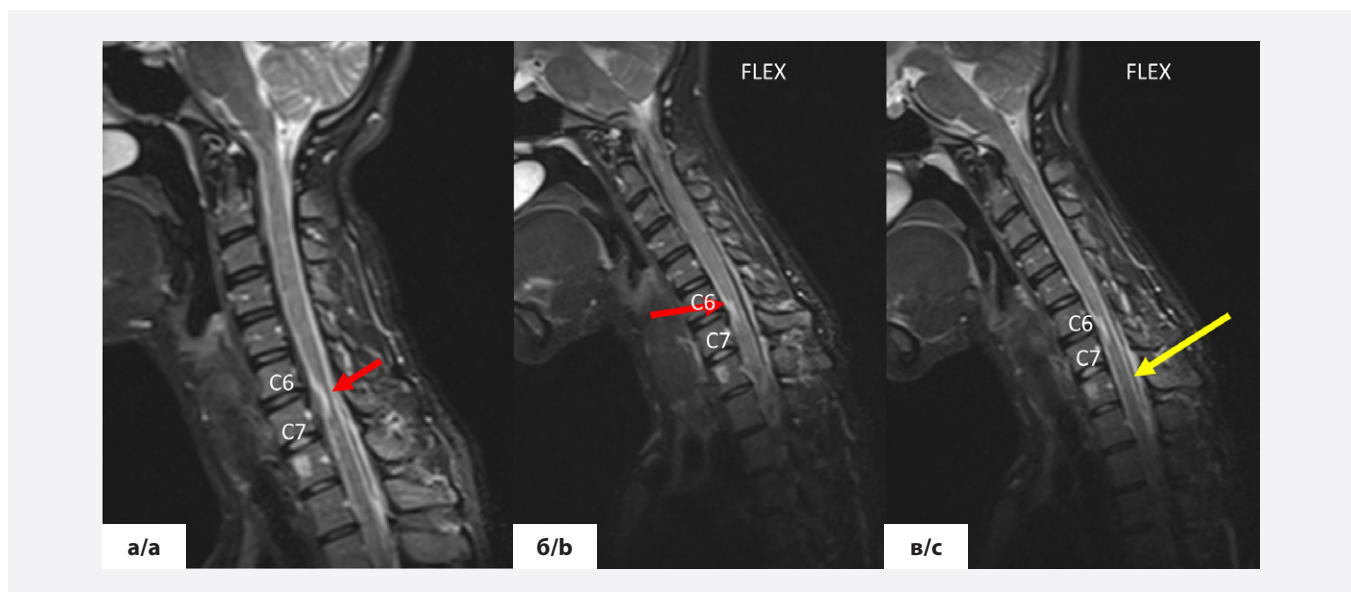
МРТ шейного отдела позвоночника, сагиттальная плоскость, импульсная последовательность STIR. Классическая укладка (а), в положении максимального сгибания (б, в). Асимметричная атрофия спинного мозга, гиперинтенсивность паренхимы спинного мозга в области его атрофии С6-С7 за счет миелопатии, изменение анатомического контура (красная стрелка). В положении классической укладки выявлено нормальное положение задней стенки дурального мешка и твердой мозговой оболочки. В режиме STIR в позиции максимального сгибания достоверно определяется вентральное смещение дурального мешка с позиционной компрессией спинного мозга (желтая стрелка)
